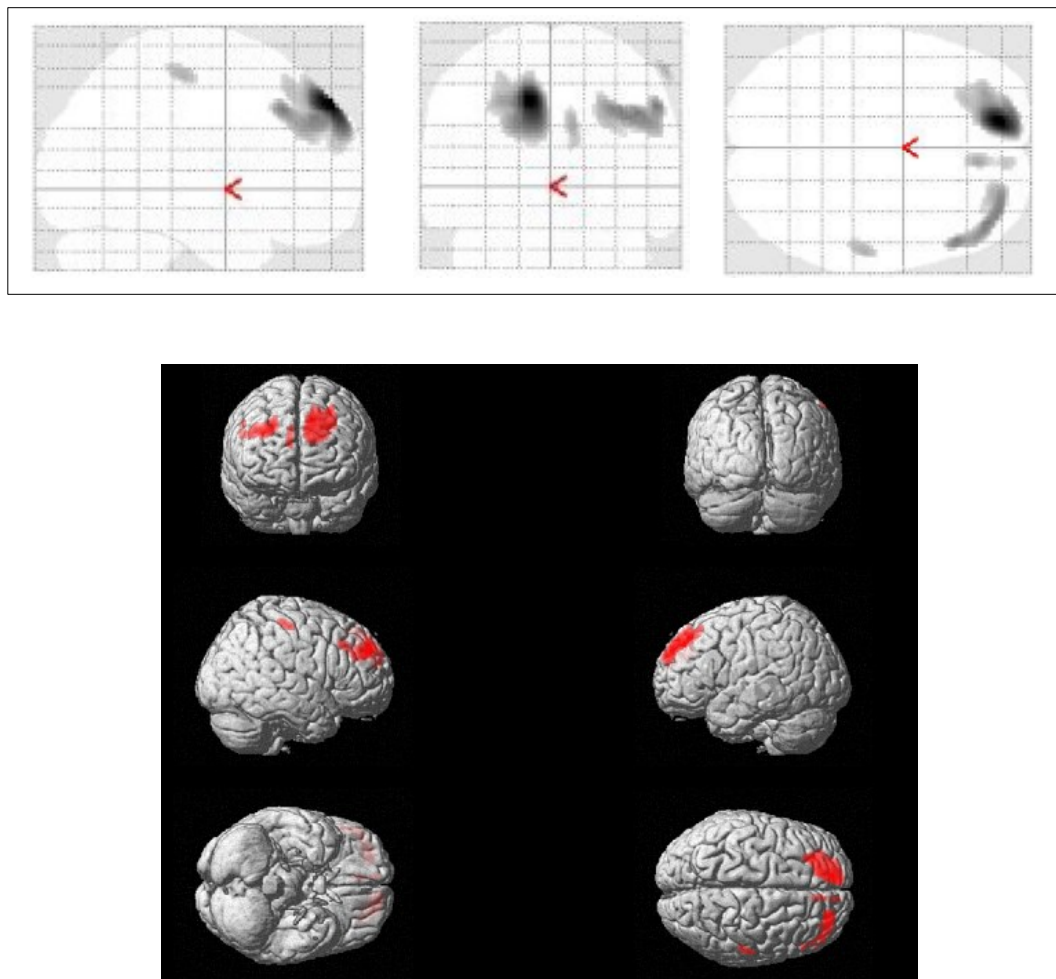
a und 21 b: Vergleich der normalisierten und geglätteten ^{18}F -FDG-PET Aufnahmen von 18 Patienten mit LKB mit Berufsindex $\leq 3,5$ und 25 Patienten mit LKB mit Berufsindex $\geq 3,6$.
